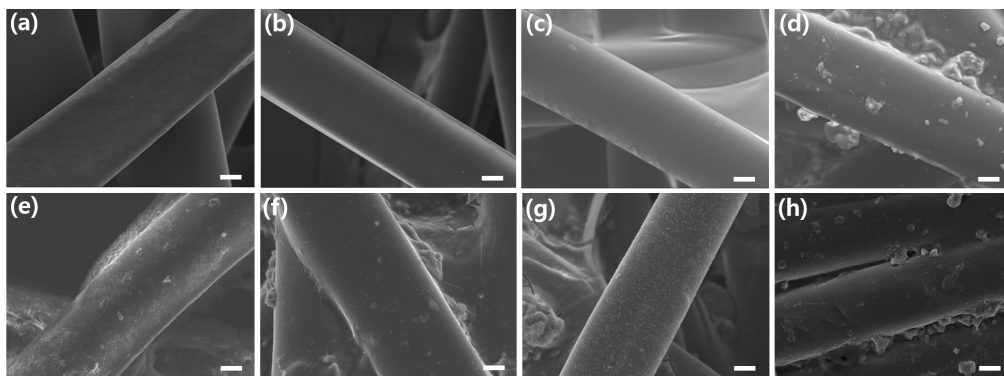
SEM images of the coated PET (a) - (h) textiles. Scale bar: 10 µm.
